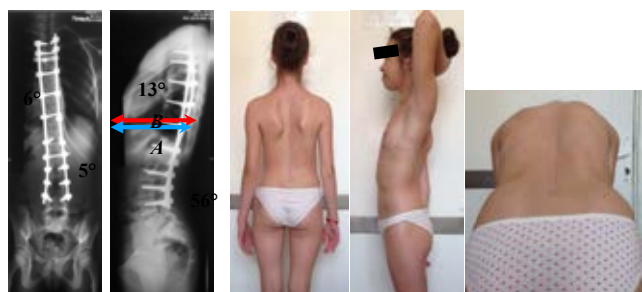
Рентгенограми та зовнішній вигляд спини хворої 14-річної, віком 14 років, із підлітковим ідіопатичним сколіозом у передньо-задній і бічній проекції до і за 2 роки після хірургічної корекції сколіотичної деформації хребта з використанням деротаційного маневру без торакопластики
